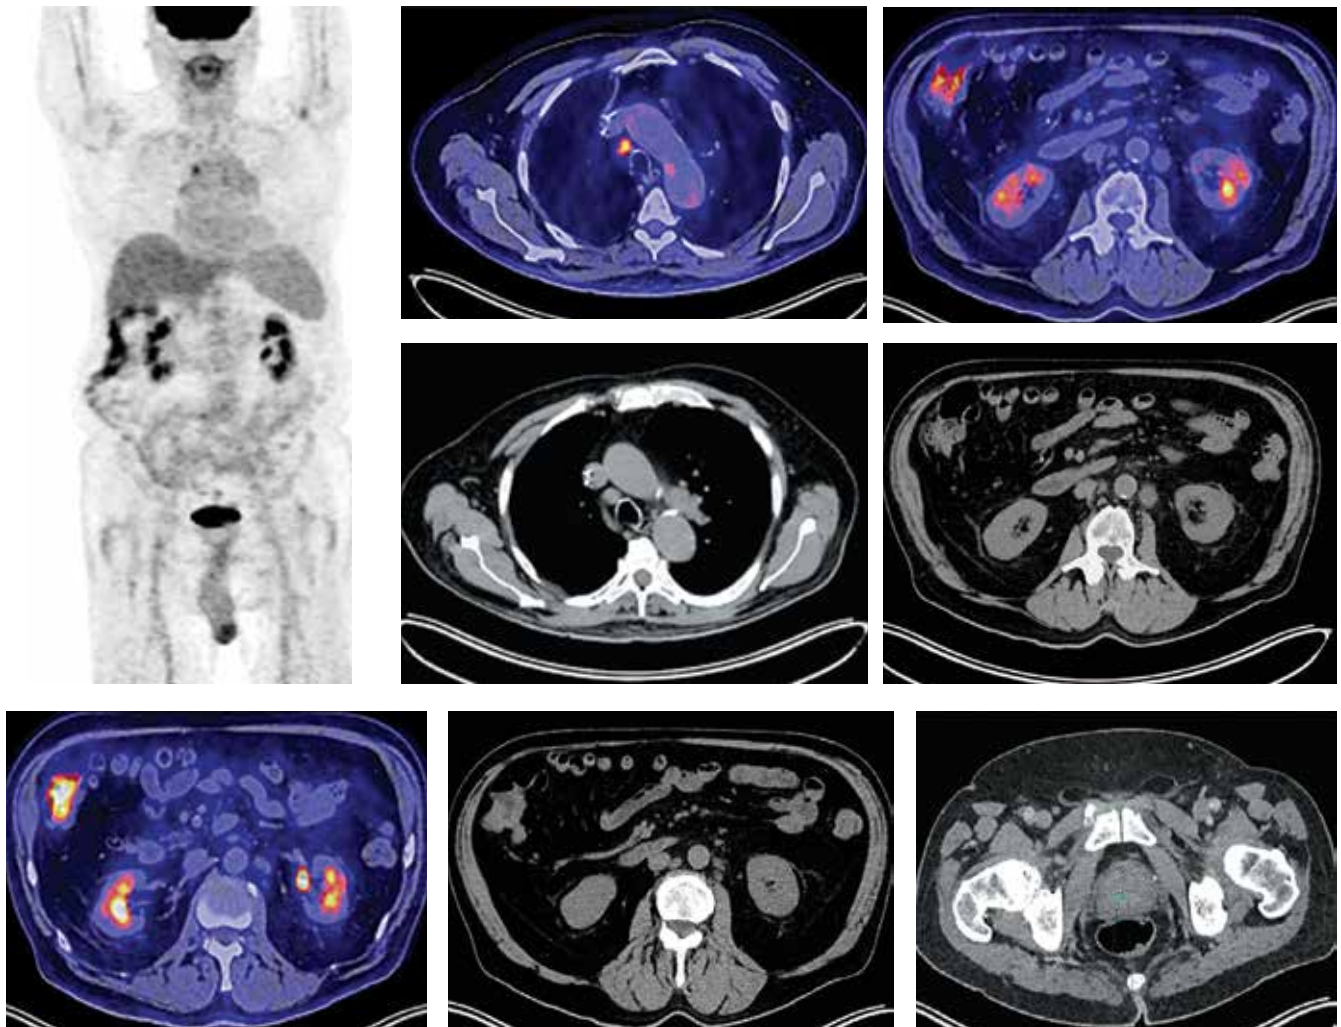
Данные позитронно-эмиссионной томографии, совмещенной с компьютерной томографией, после 4 циклов (клиническое наблюдение 2)
